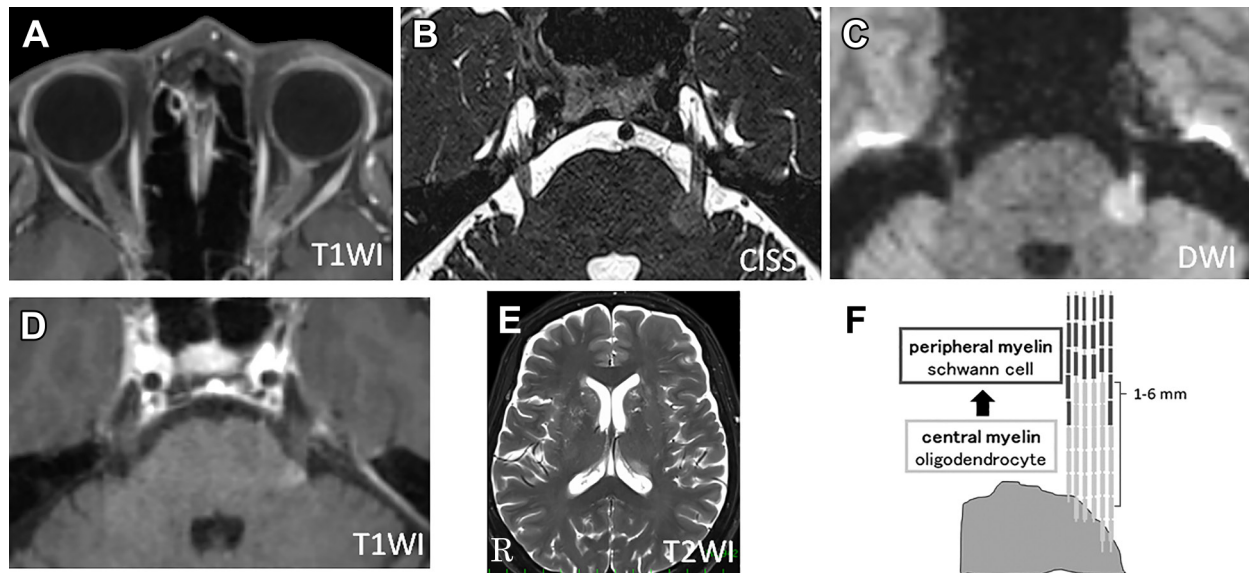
Brain MRI findings in this patient.
